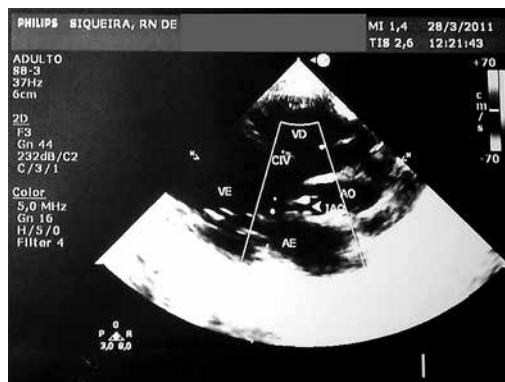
Ecocardiograma mostrando a comunicação intraventricular (CIV), átrios esquerdo e direito (AE e AD), ventrículos esquerdo e direito (VE e VD) e o fundo cego da interrupção do arco aórtico (IAO) assinalada com uma seta.
